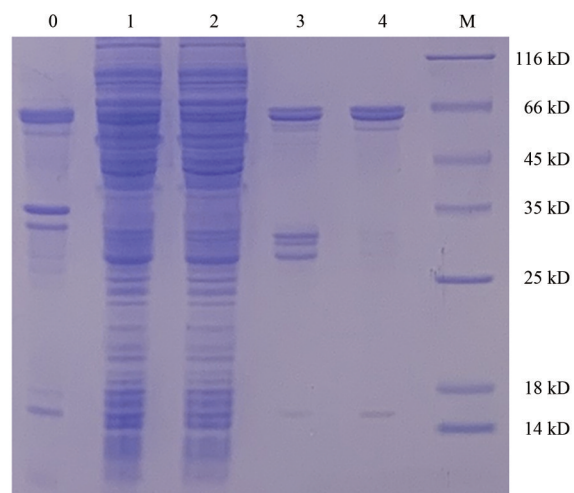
Purification analysis of Sc2-ODD protein. M: Medium molecular weight protein marker; 0: Sediment after ultrasonic treatment; 1: Supernatant after ultrasonic treatment; 2: Protein effluent after binding to the GST column; 3, 4: Effluent washed by wash Buffer
